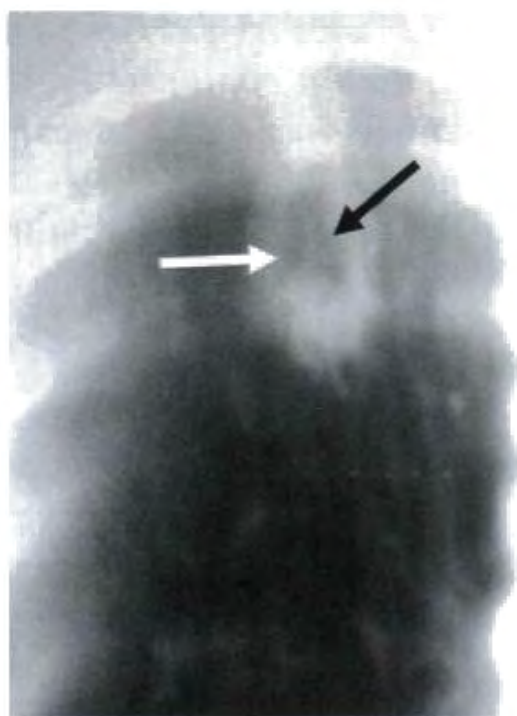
Единичная формирующаяся полость неправильной формы (томограмма).
